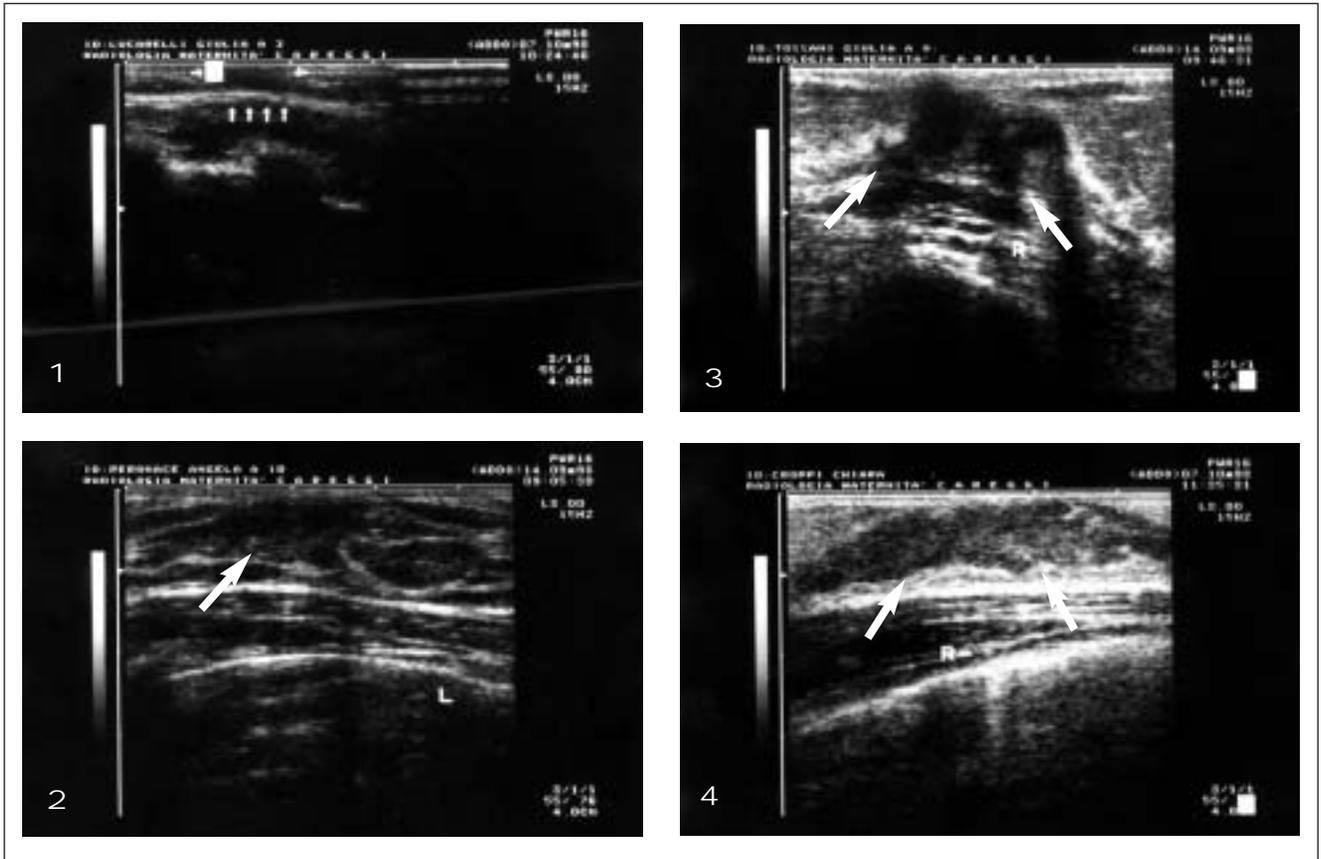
Immagini ecografiche rappresentanti i vari stadi di sviluppo del bottone mammario: 1) bottone < 1 cm; 2) bottone > 1 cm; 3) nodulo approfondito; 4) fase triangolare.
